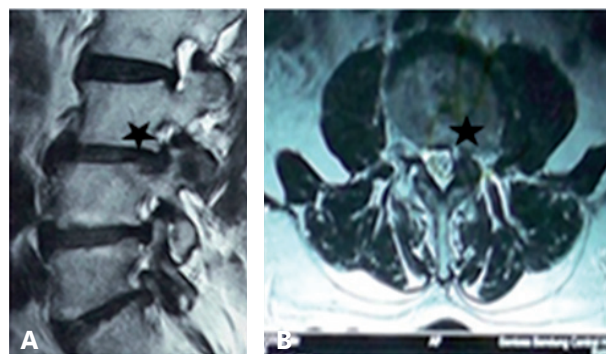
A) MRI lumbar of herniated disc Sagittal View
